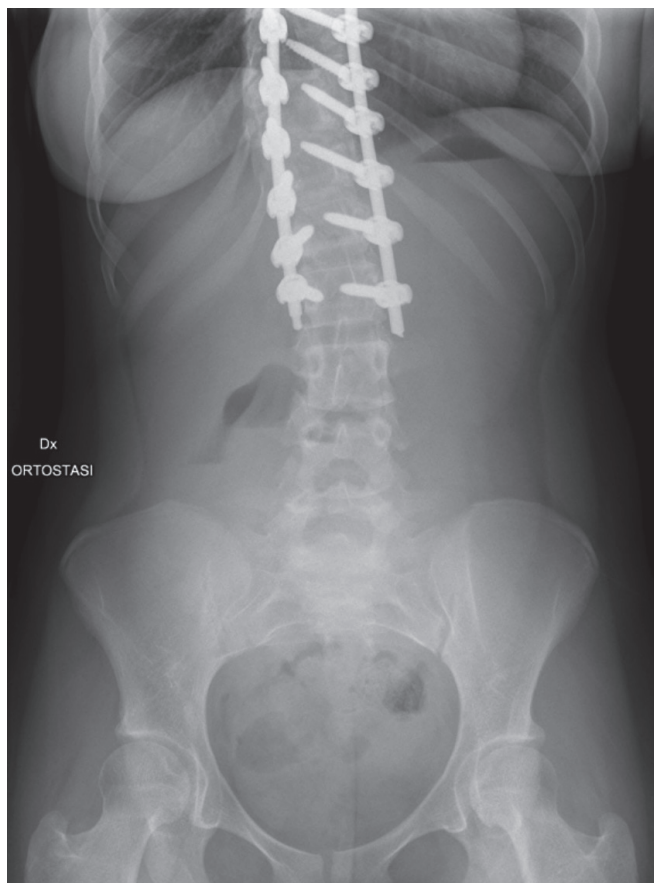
Esame radiografico diretto dell'addome pre-intervento
